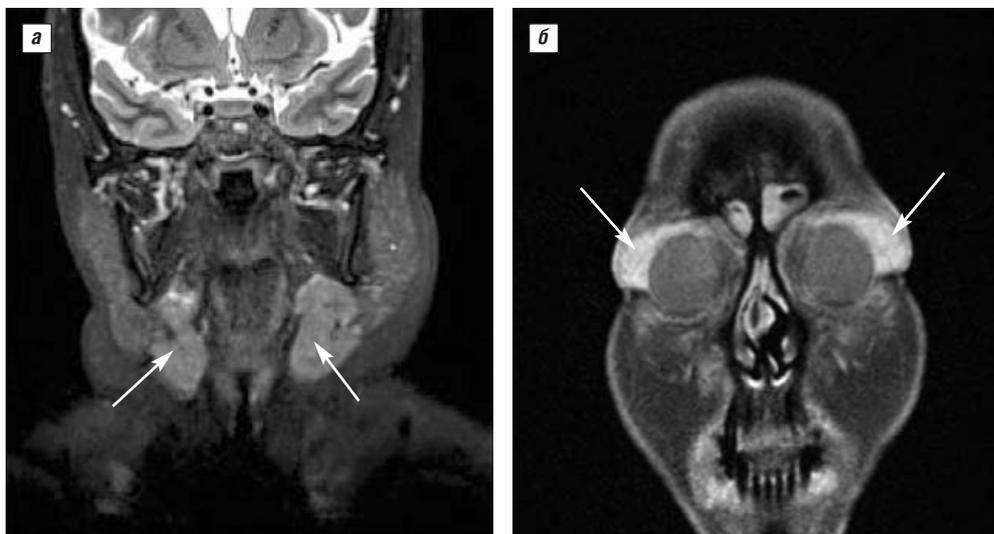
Болезнь Микулича. МРТ головы с контрастным усилением (а, б). Стрелками показаны увеличенные слюнные и слезные железы (данные ФГБУ «НИИР» РАМН)
